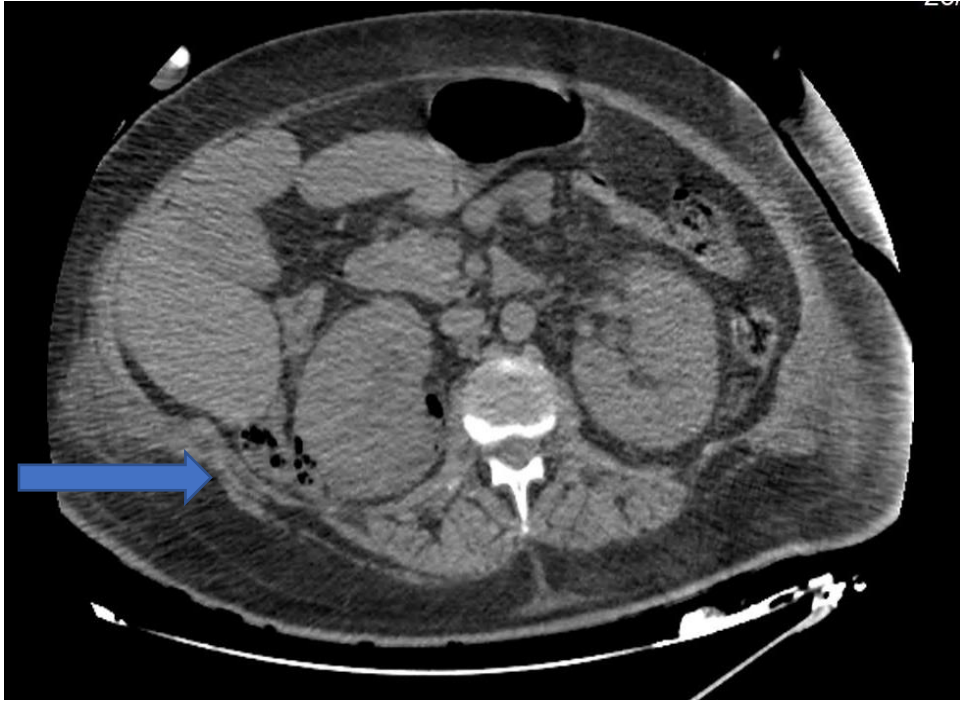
Coupe axiale d'une TDM abdomino pelvienne C- objectivant des bulles d'air fusant à l'espace péri rénal (Flèche bleue)(Stade IIIA de Huang et Tseng).
